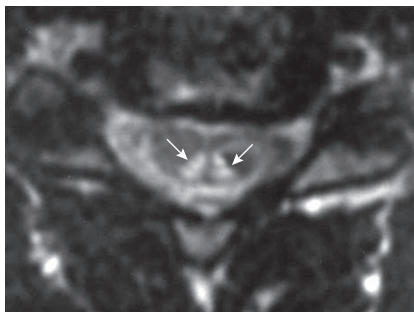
МРТ спинного мозга пациента с ФМ: видны участки гиперинтенсивного сигнала от задних канатиков спинного мозга (стрелки).
